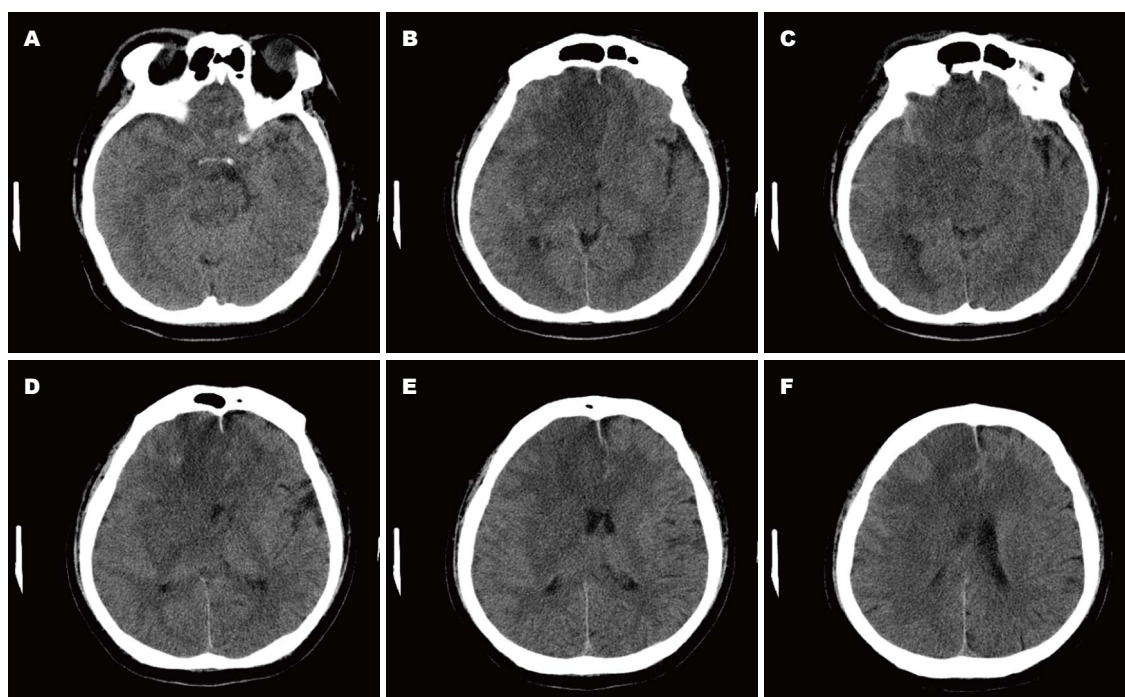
患者发病9 h后颅脑CT图像。A: 发病9 h后颅脑CT图像; B: 右侧额叶颞叶顶叶大片状低密度灶; C: 右侧额叶颞叶顶叶大片状低密度灶; D: 右侧额叶颞叶顶叶大片状低密度灶; E: 中线结构略向左移; F: 右侧脑室受压变形。
